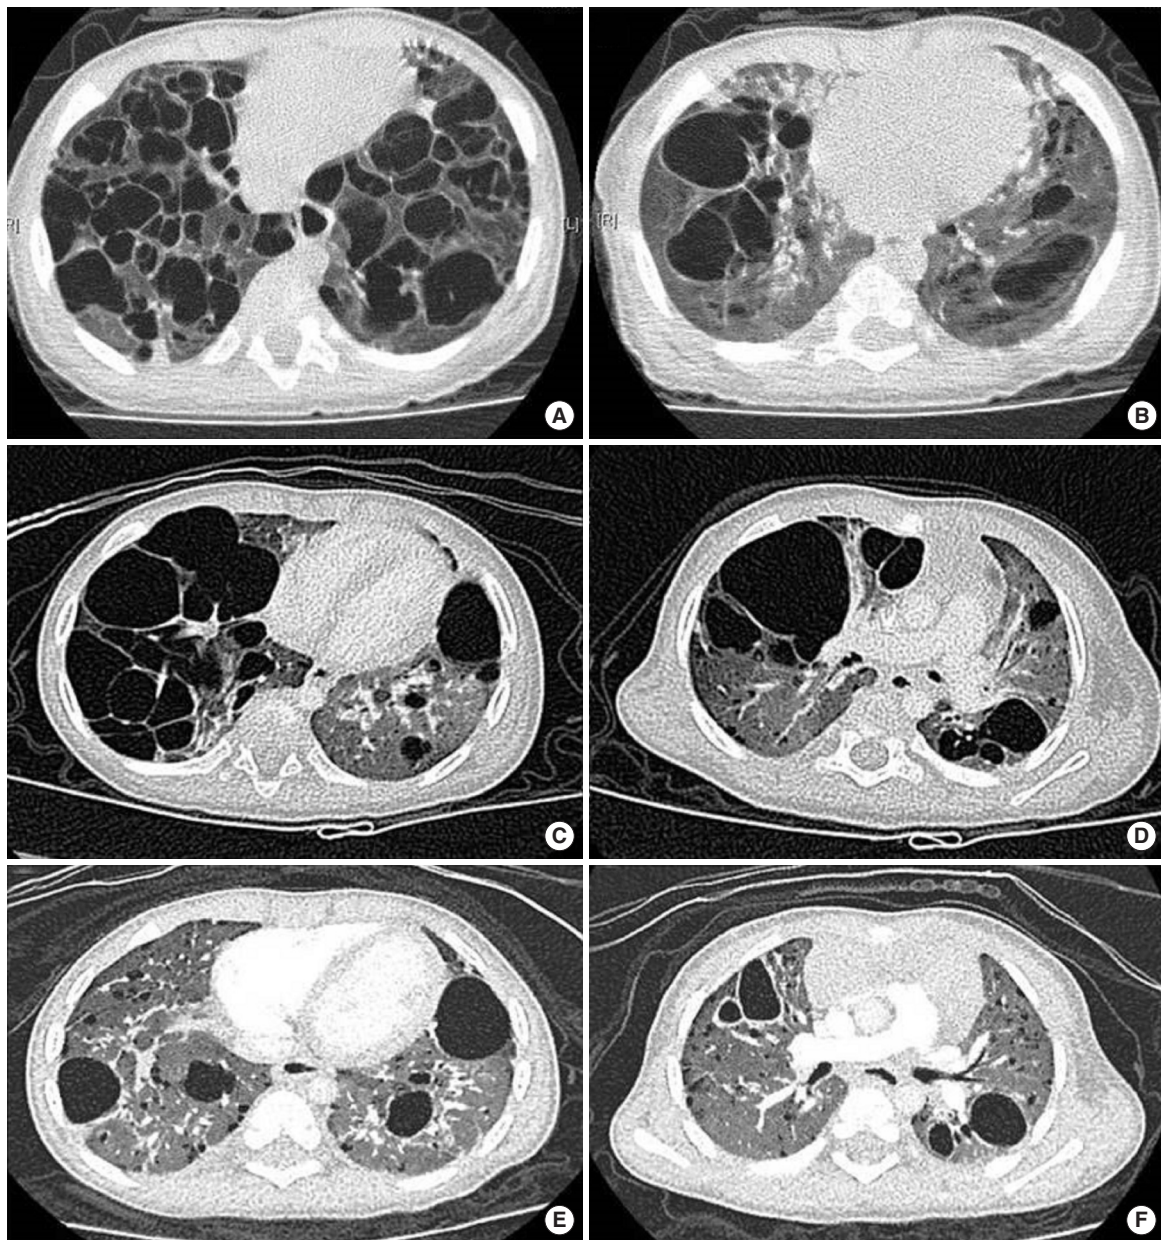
(A) A chest computed tomography (CT) at the level of the lung bases shows multiple thin-walled cysts with hardly any normal intervening lung parenchyma in the lower lobes. (B) A chest CT at the level of the upper lobes shows multiple thin-walled cyst. (C, D) A chest CT was performed after induction chemotherapy including vinblastine and steroid for response assessment. (C) A chest CT present increased size and number of multiple cystic lesions in Rt. lower lobe and decreased size in Lt. lower lobe. (D) A chest CT present increased size of cyst in both upper lung. (E, F) A chest CT was performed after consolidation chemotherapy for response assessment. The range and size of the cyst significantly decreased, and the volume of the normal lung parenchyma increased.
